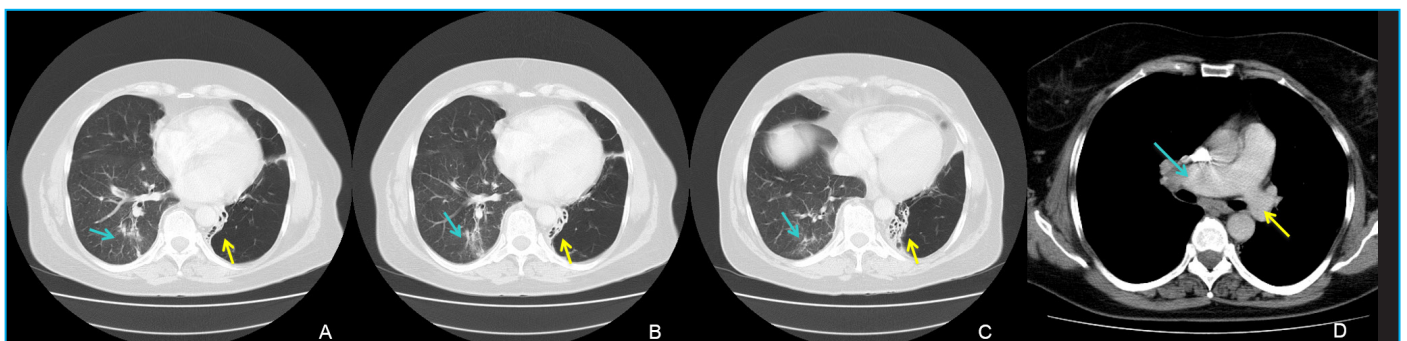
TC de tórax con CIV con ventana de pulmón (A-C) y mediastino (D). Se identifica un aumento de densidad en los segmentos posteriores del LID en relación con neumonía en resolución (flechas azules en A-C). Bronquiectasias paramediastínicas en LII (flechas amarillas en A-C).
